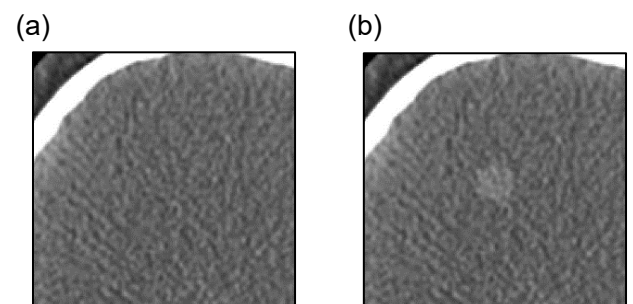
(a) 小児ファントム CT 画像 (400 eff. mAs). (b) 球体 (直径/コントラスト = 10 mm/8 HU) から算出した模擬病変を埋め込んだ画像。
